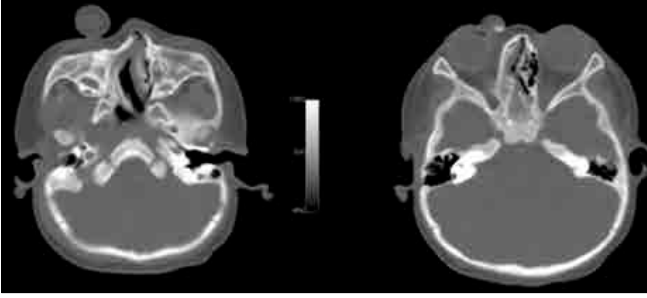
Figure c. Axial CT images of right-sided maxillary (c1), ethmoid (c2) sinus agenesis, choanal atresia and nasal septal deviation (c1).
